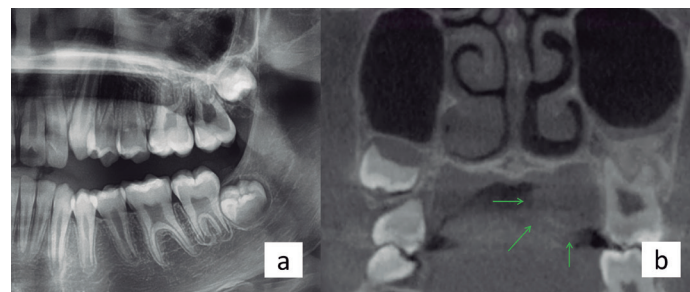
Características imagenológicas. Radiografía panorámica sin cambios observables (a). Área hipodensa en palatino de diente 2.7 compatible con tejidos blandos (b).
